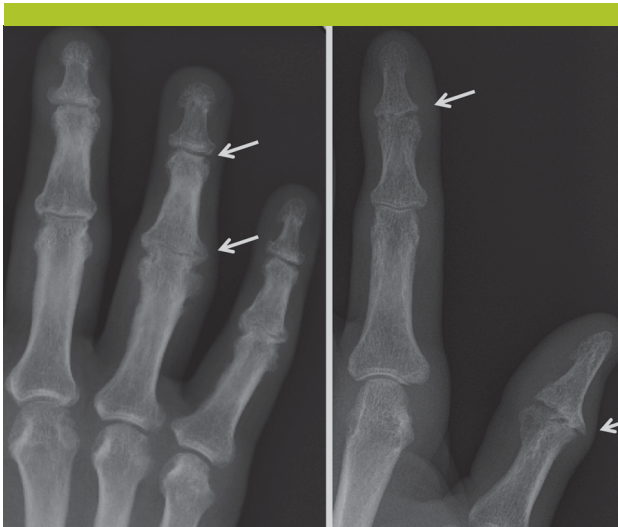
Modifications radiographiques typiques du rhumatisme psoriasique
